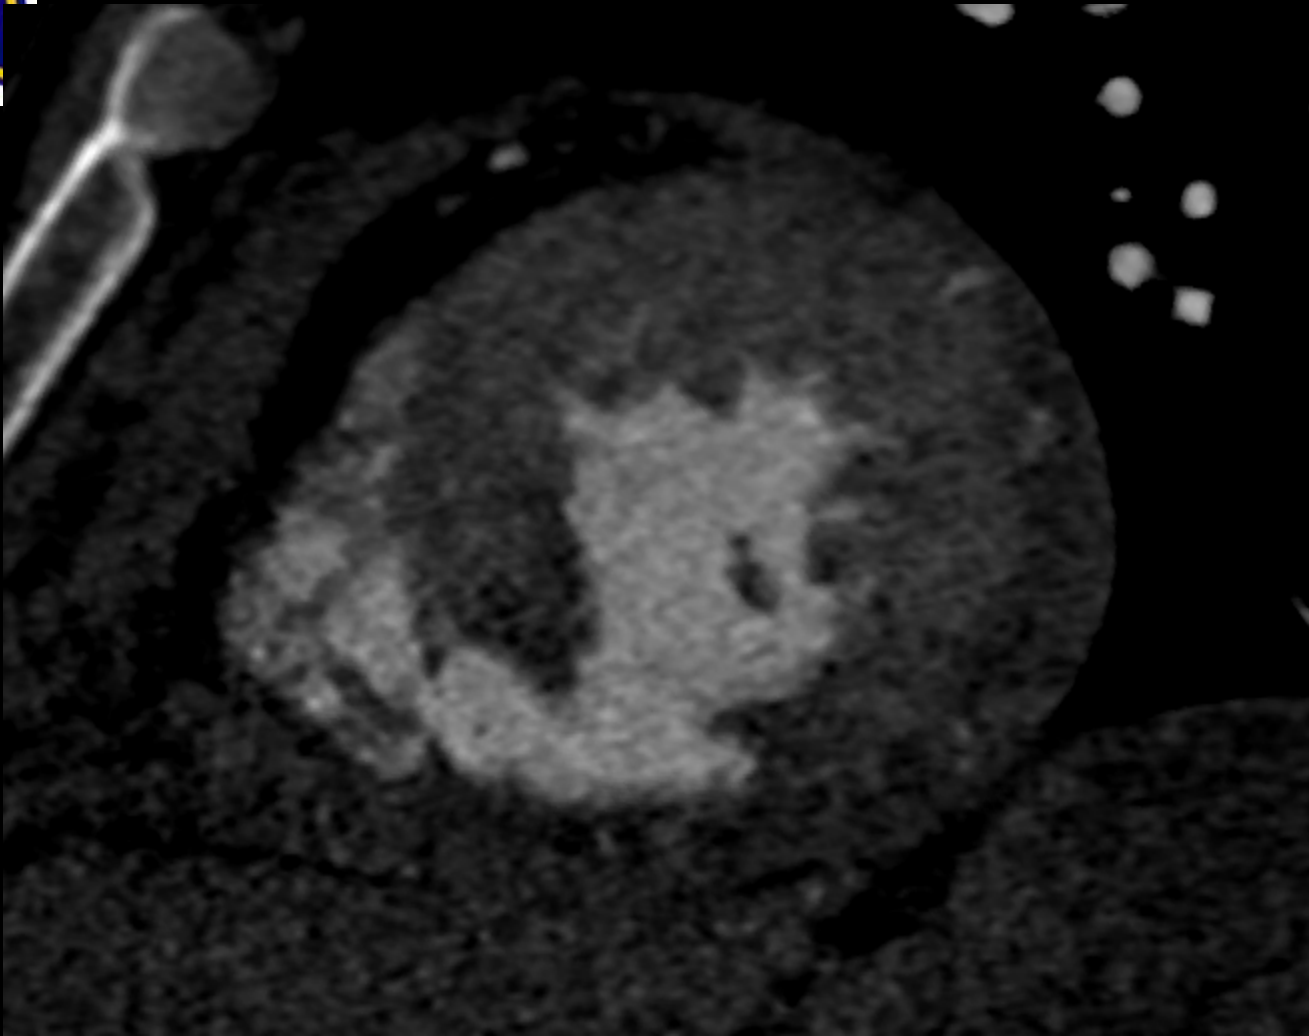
TC con contraste iv, eje corto del corazón
